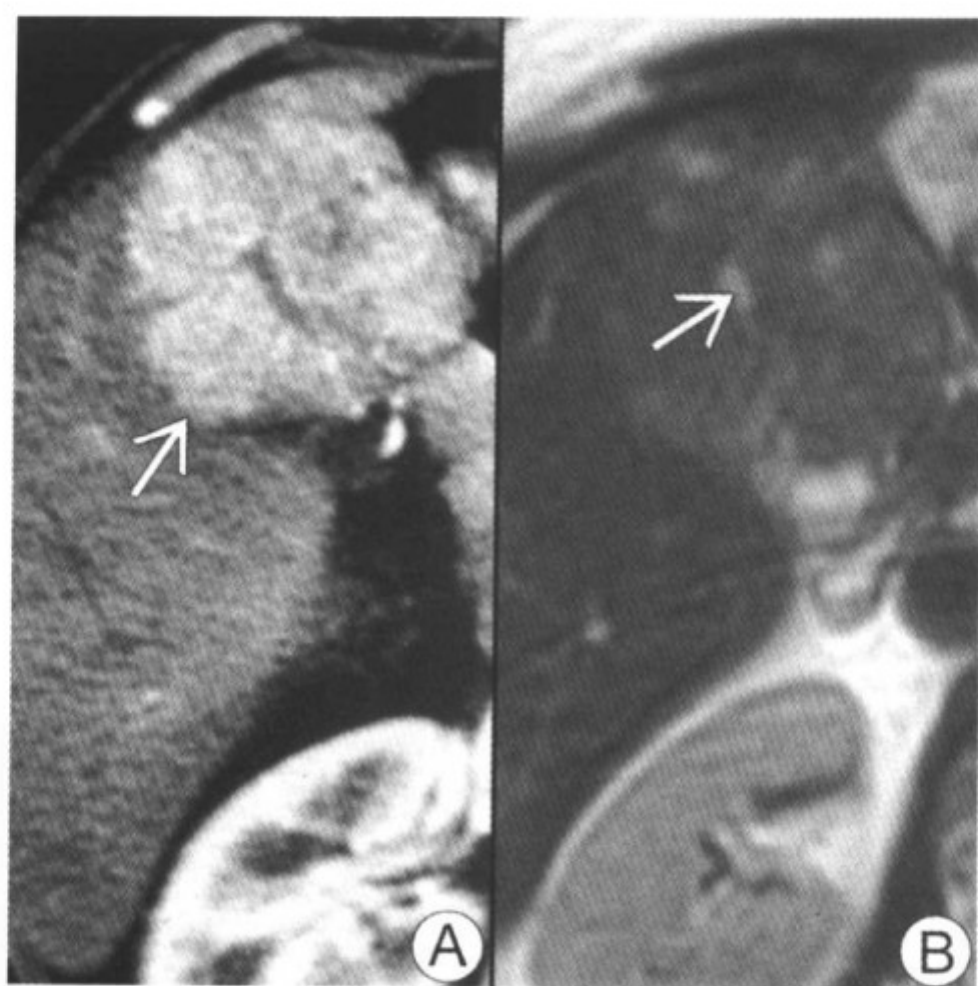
图 A 动脉期 CT 显示具有中央瘢痕的、明显均匀强化的肝脏肿块 (箭头)。在 CT 平扫以及增强 CT 门静脉相上, 此肿块为等密度。图 B T2 权重 MR 图像显示肿块基本为等信号, 但其瘢痕 (箭头) 为高信号
